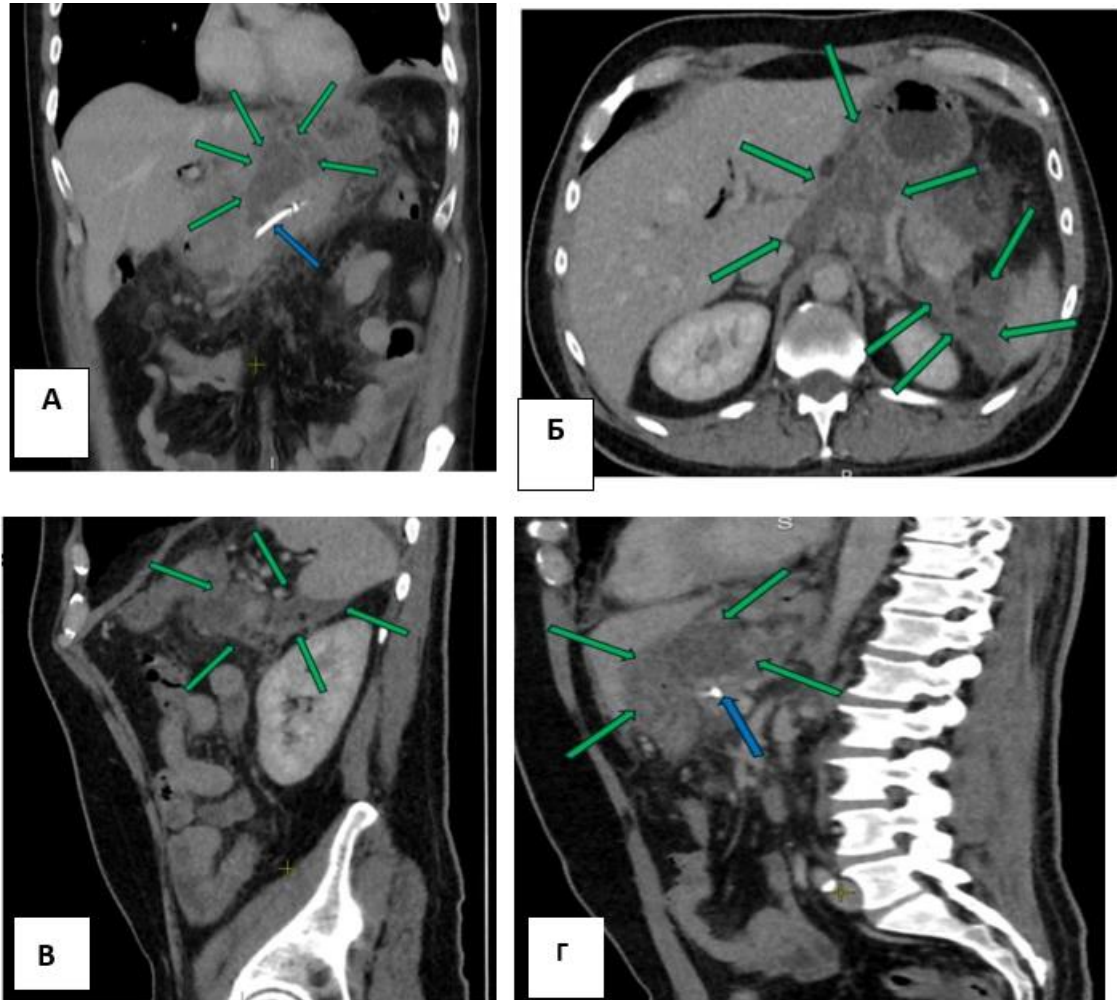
КТ с внутривенным болюсным контрастированием, венозная фаза. 15 сутки заболевания. А – фронтальная проекция, скопление под левой долей печени (зеленые стрелки), стент в просвете ГПП (синяя стрелка). Б – аксиальная проекция, скопление под левой долей печени, в области хвоста ПЖ по переднему листку фасции Герота слева (зеленые стрелки). В, Г – сагиттальная проекция, скопление в области хвоста ПЖ (В), под левой долей печени (Г), стент в просвете ГПП (синяя стрелка)
